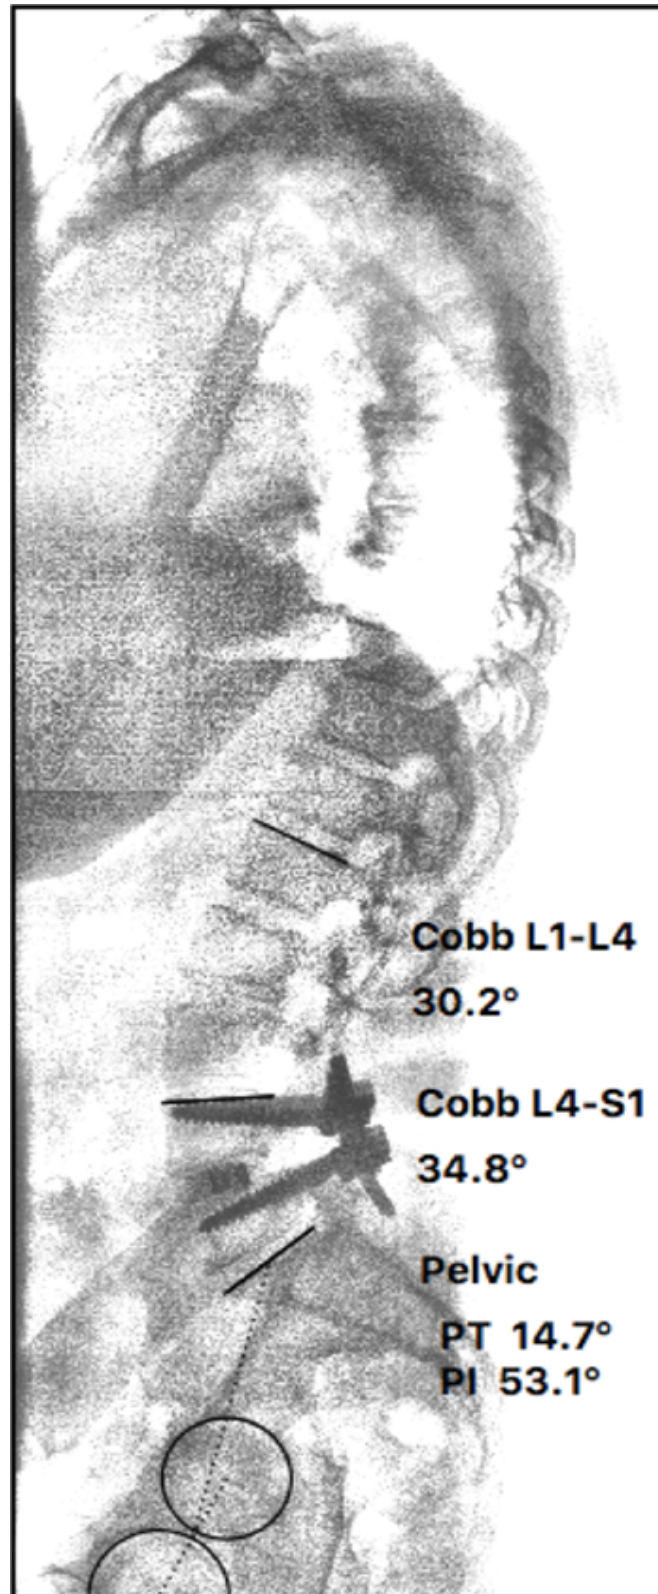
Телерентгенография пациентки 52 лет после спондилодеза на уровне L_{IV}-L_V. с фасет-синдромом. Отмечается компенсаторный гиперлордоз в сегментах L_I-L_{IV} ($LL_{L_{IV-SI}}/LL = 0,53$), другие параметры не нарушены
